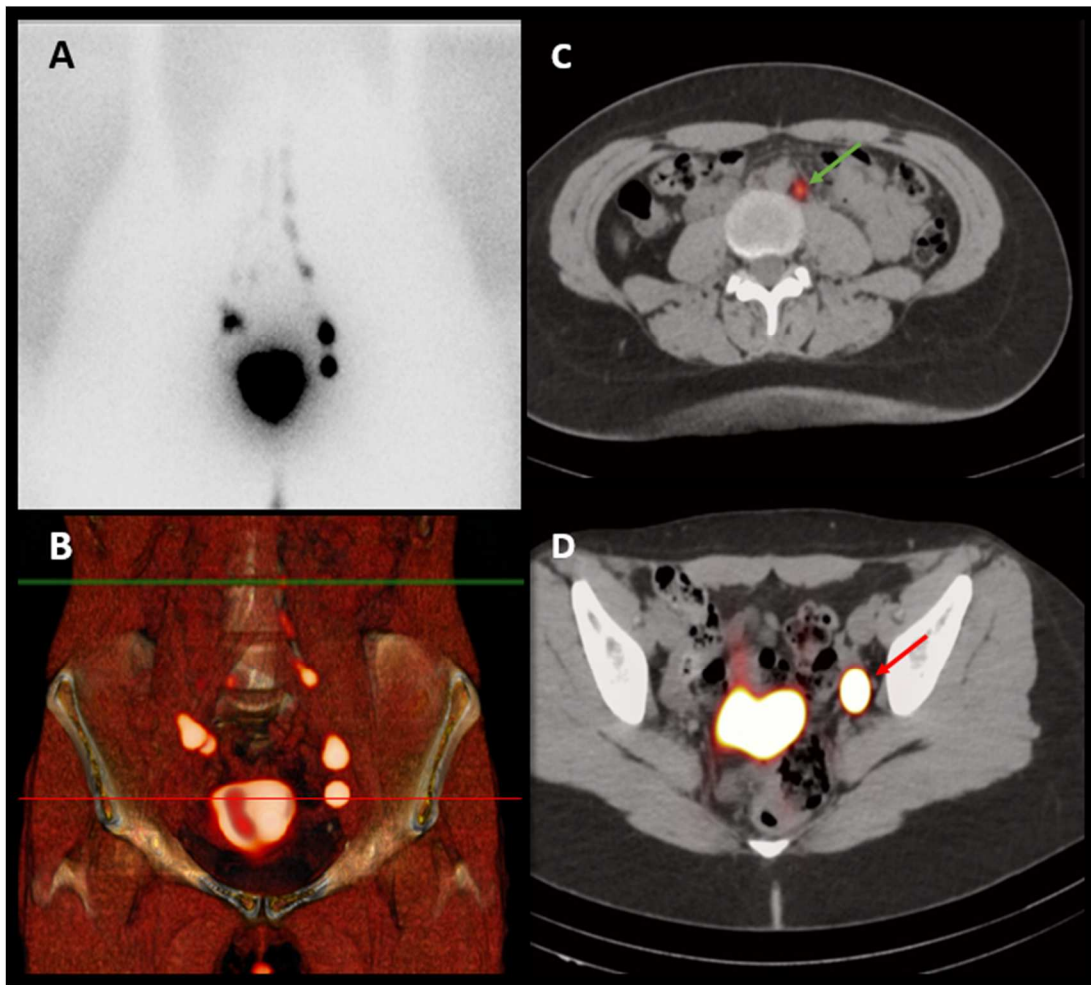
Linfogramagrafía planar y SPECT/TC realizadas 2h tras la inyección del trazador híbrido mediante TUMIR. La linfogramagrafía planar (A) y la reconstrucción volumétrica de la SPECT/TC (B), muestran drenaje a ambas regiones pelvianas y paraaórtica. Las imágenes axiales de fusión SPECT/TC, muestran actividad correspondiente a un ganglio centinela paraaórtico (flecha verde) (C) y un ganglio centinela ilíaco externo izquierdo (flecha roja) (D).
